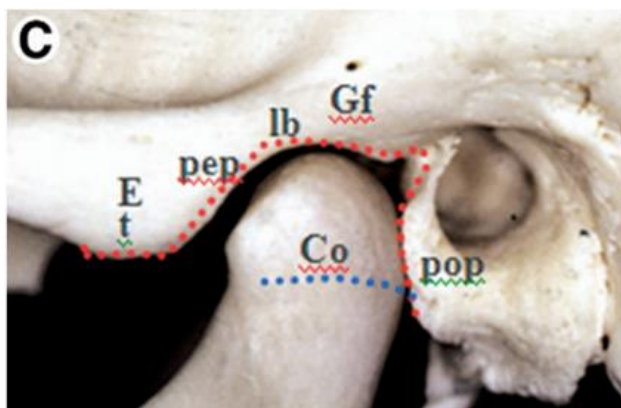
(C): anatomía ósea e inserción sinovial de los dos componentes de la ATM. Línea roja: inserción capsular en el hueso temporal. Línea azul: inserción capsular en el cuello del cóndilo. E: eminencia articular. t: tubérculo articular. Co: cóndilo. Pop: proceso post glenoideo. lb: borde lateral de la fosa mandibular. Pep: plano pre glenoideo. Gf: fosa glenoidea. Cp: proceso condilar. Extraído de: Seminars in Ultrasound, CT and MRI (4)
